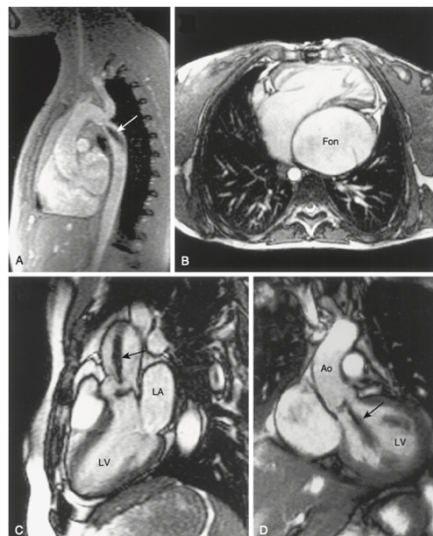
Esempi clinici di applicazione della RM. (A) coartazione aortica, (B) sindrome eterotassica, (C) stenosi aortica e (D) insufficienza aortica
